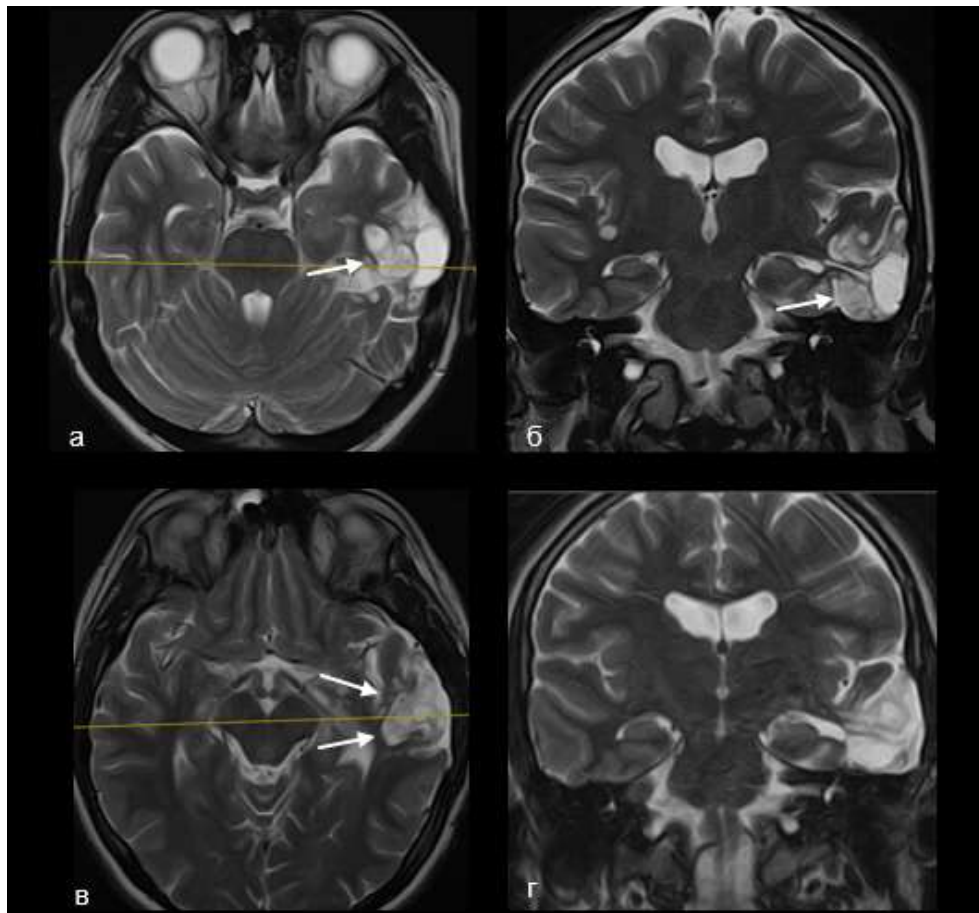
Пациент Б. МРТ головного мозга после первой и повторной операций. МРТ после первой операции демонстрирует парциальную резекцию опухоли левой височной доли с сохранением значительного объема остаточной опухоли (стрелки). Также определяется визуально неизменный гиппокамп (а, б). МРТ после повторной операции демонстрирует остаточный фрагмент опухоли (стрелки). Левый гиппокамп визуально неизменен (в, г)
